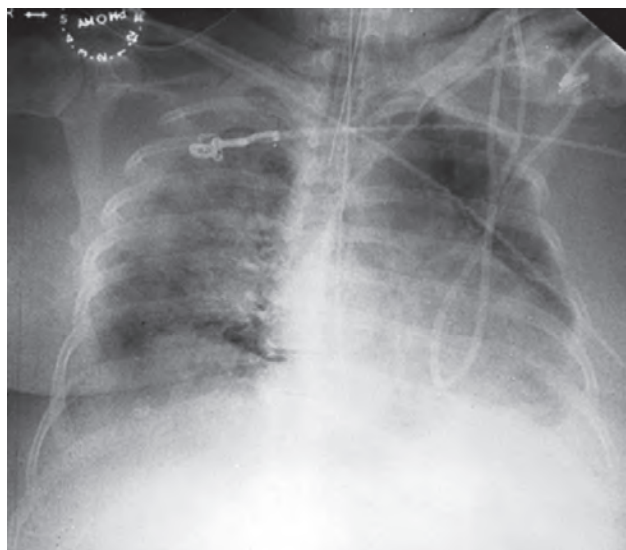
Рентгенограмма 44-летней женщины. Острый некардиогенный отек легких, индуцированный цитозин-арабинозидом[®] [12]
